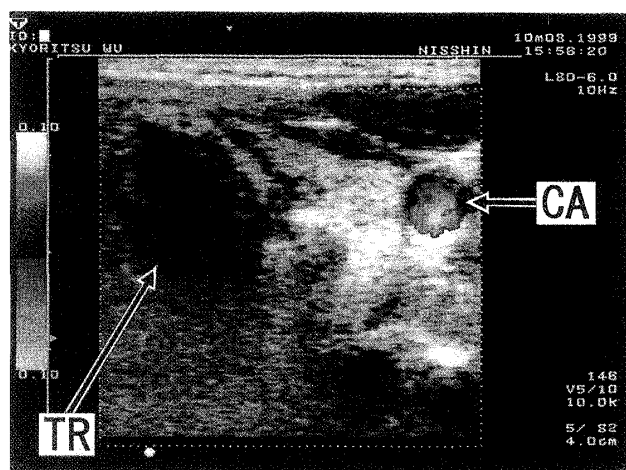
Colored image taken by the ultrasonic pulse Doppler method in the measurement region during deep breathing
